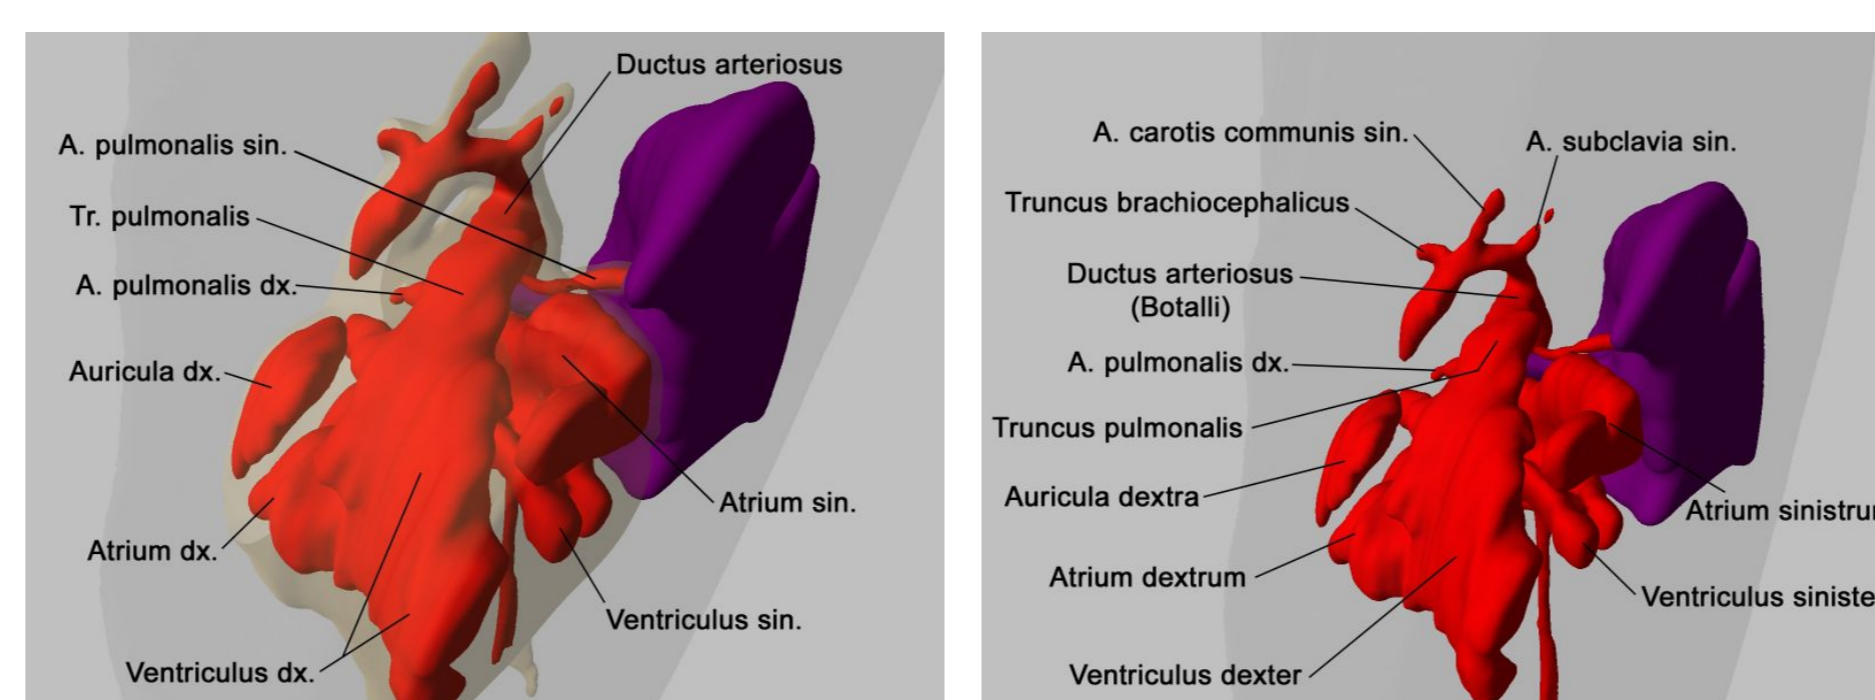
Žena 58 mm TK, dorzolaterální pohled na sagitální řez.
